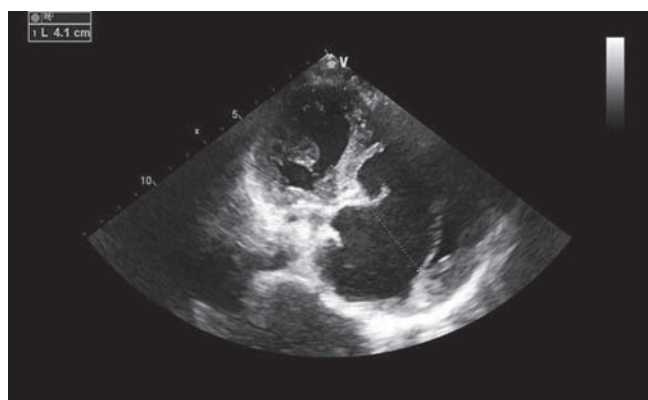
Трансторакальная эхокардиография. Расширение фиброзного кольца трехстворчатого клапана (D = 41 мм)
